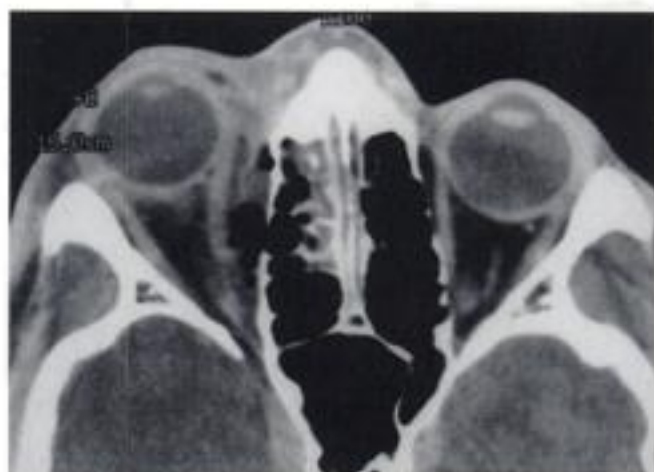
Infection sous-périostée. Homme 22 ans; complication de sinusite ethmoïdo-maxillaire droite. TDM : infection sous-périostée diffuse avec bulles gazeuses (germes anaérobies); refoulement du muscle droit médial épaissi; comblement des cellules ethmoïdales antérieures.
